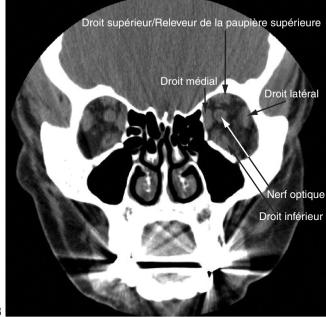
Tomodensitométrie (TDM) orbitaire normale en coupe axiale (A) et coronale (B). (Remerciements au Dr Rod Foroozan).
